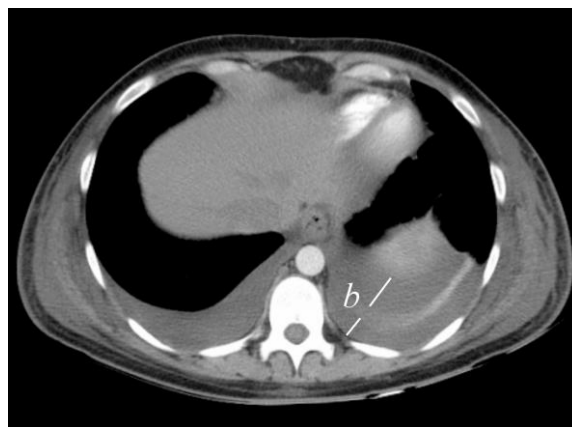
Foto toraks pasien wanita umur 55 th dengan efusi pleura dupleks disertai atelektasis (A) dan gambaran CT Scan potongan axial pasien yang sama juga menunjukkan adanya efusi pleura disertai atelektasis (B).¹⁸
